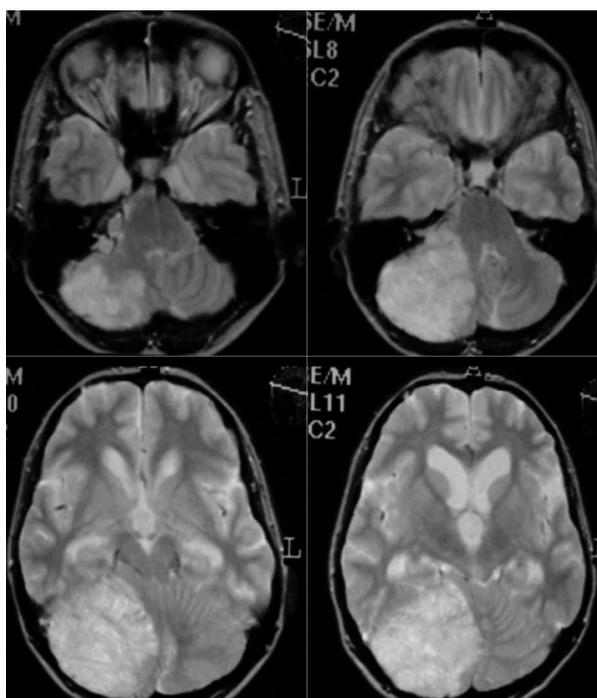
Дооперационная МРТ головного мозга пациентки К. в режиме T2-взвешенных изображений (1997). Опухоль правого полушария мозжечка, окклюзионная гидроцефалия
